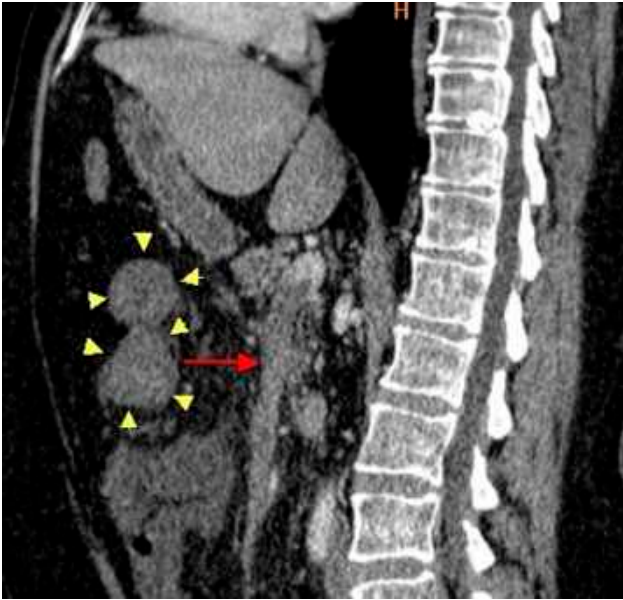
Sagittal section of the abdominal CTA taken in venous phase. Thrombus in the superior mesenteric vein (red arrow), and secondary changes of intestinal ischemia such as intestinal wall thickening and increased density of fat tissue edema (yellow arrow heads) were revealed.
